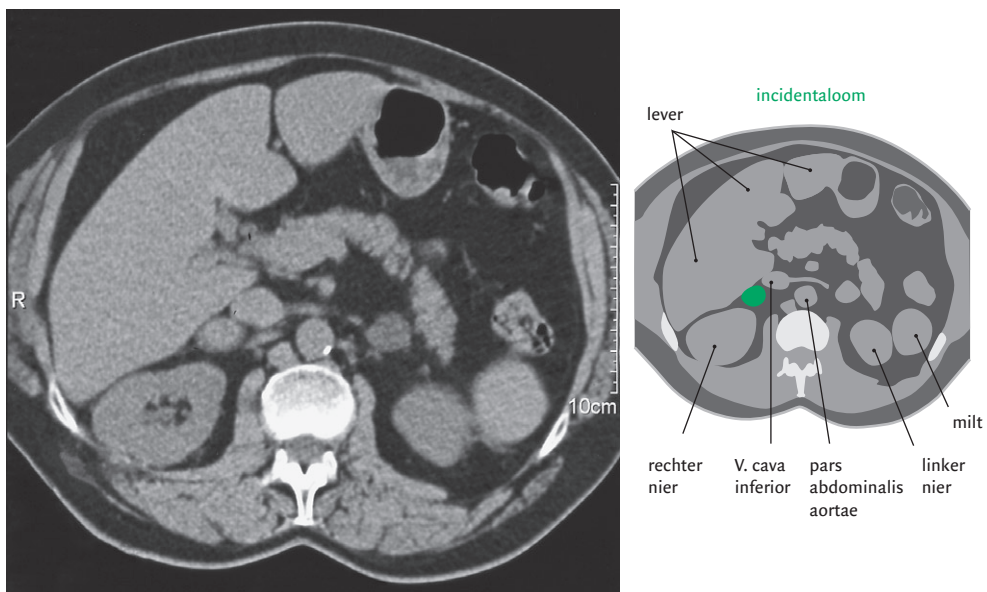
Transversale CT-scan zonder contrastmiddel van het abdomen van patiënt A met een incidentaloom van de linker bijnier.
